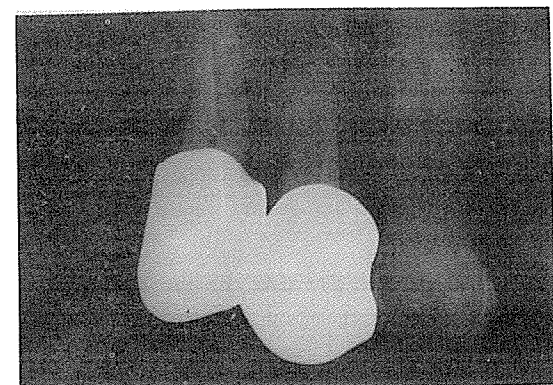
Pre-operative dental radiograph
